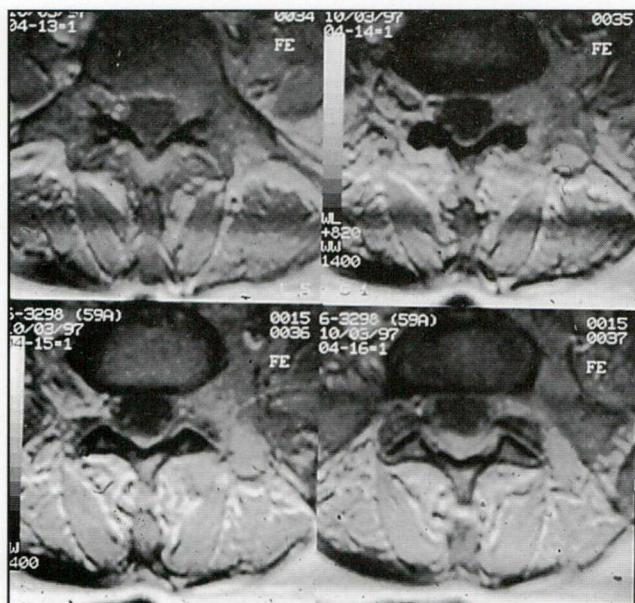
IRM axiales ponderadas en T1 que muestran un tejido blando hiperintenso con respecto al LCR que ocupa las regiones foraminal y extraforaminal izquierdas.
